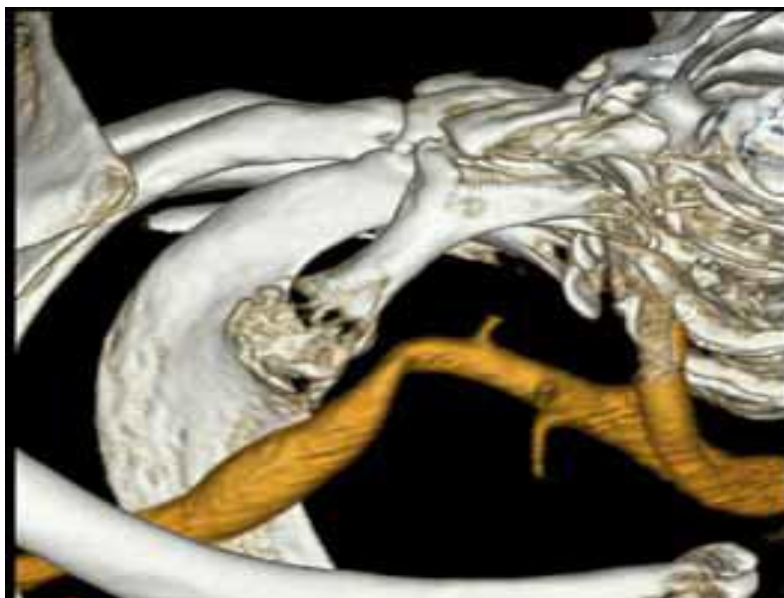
Angio-TDM avec reconstruction tridimensionnelle montrant une côte cervicale droite avec synostose avec la première côte. (46)
